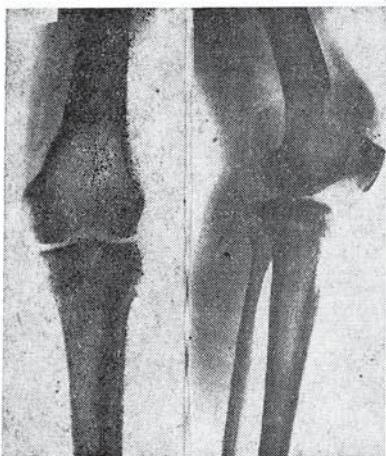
Рентгенограммы левого коленного сустава в двух проекциях больной М., 22 лет. Хондросаркома, литический вариант.
